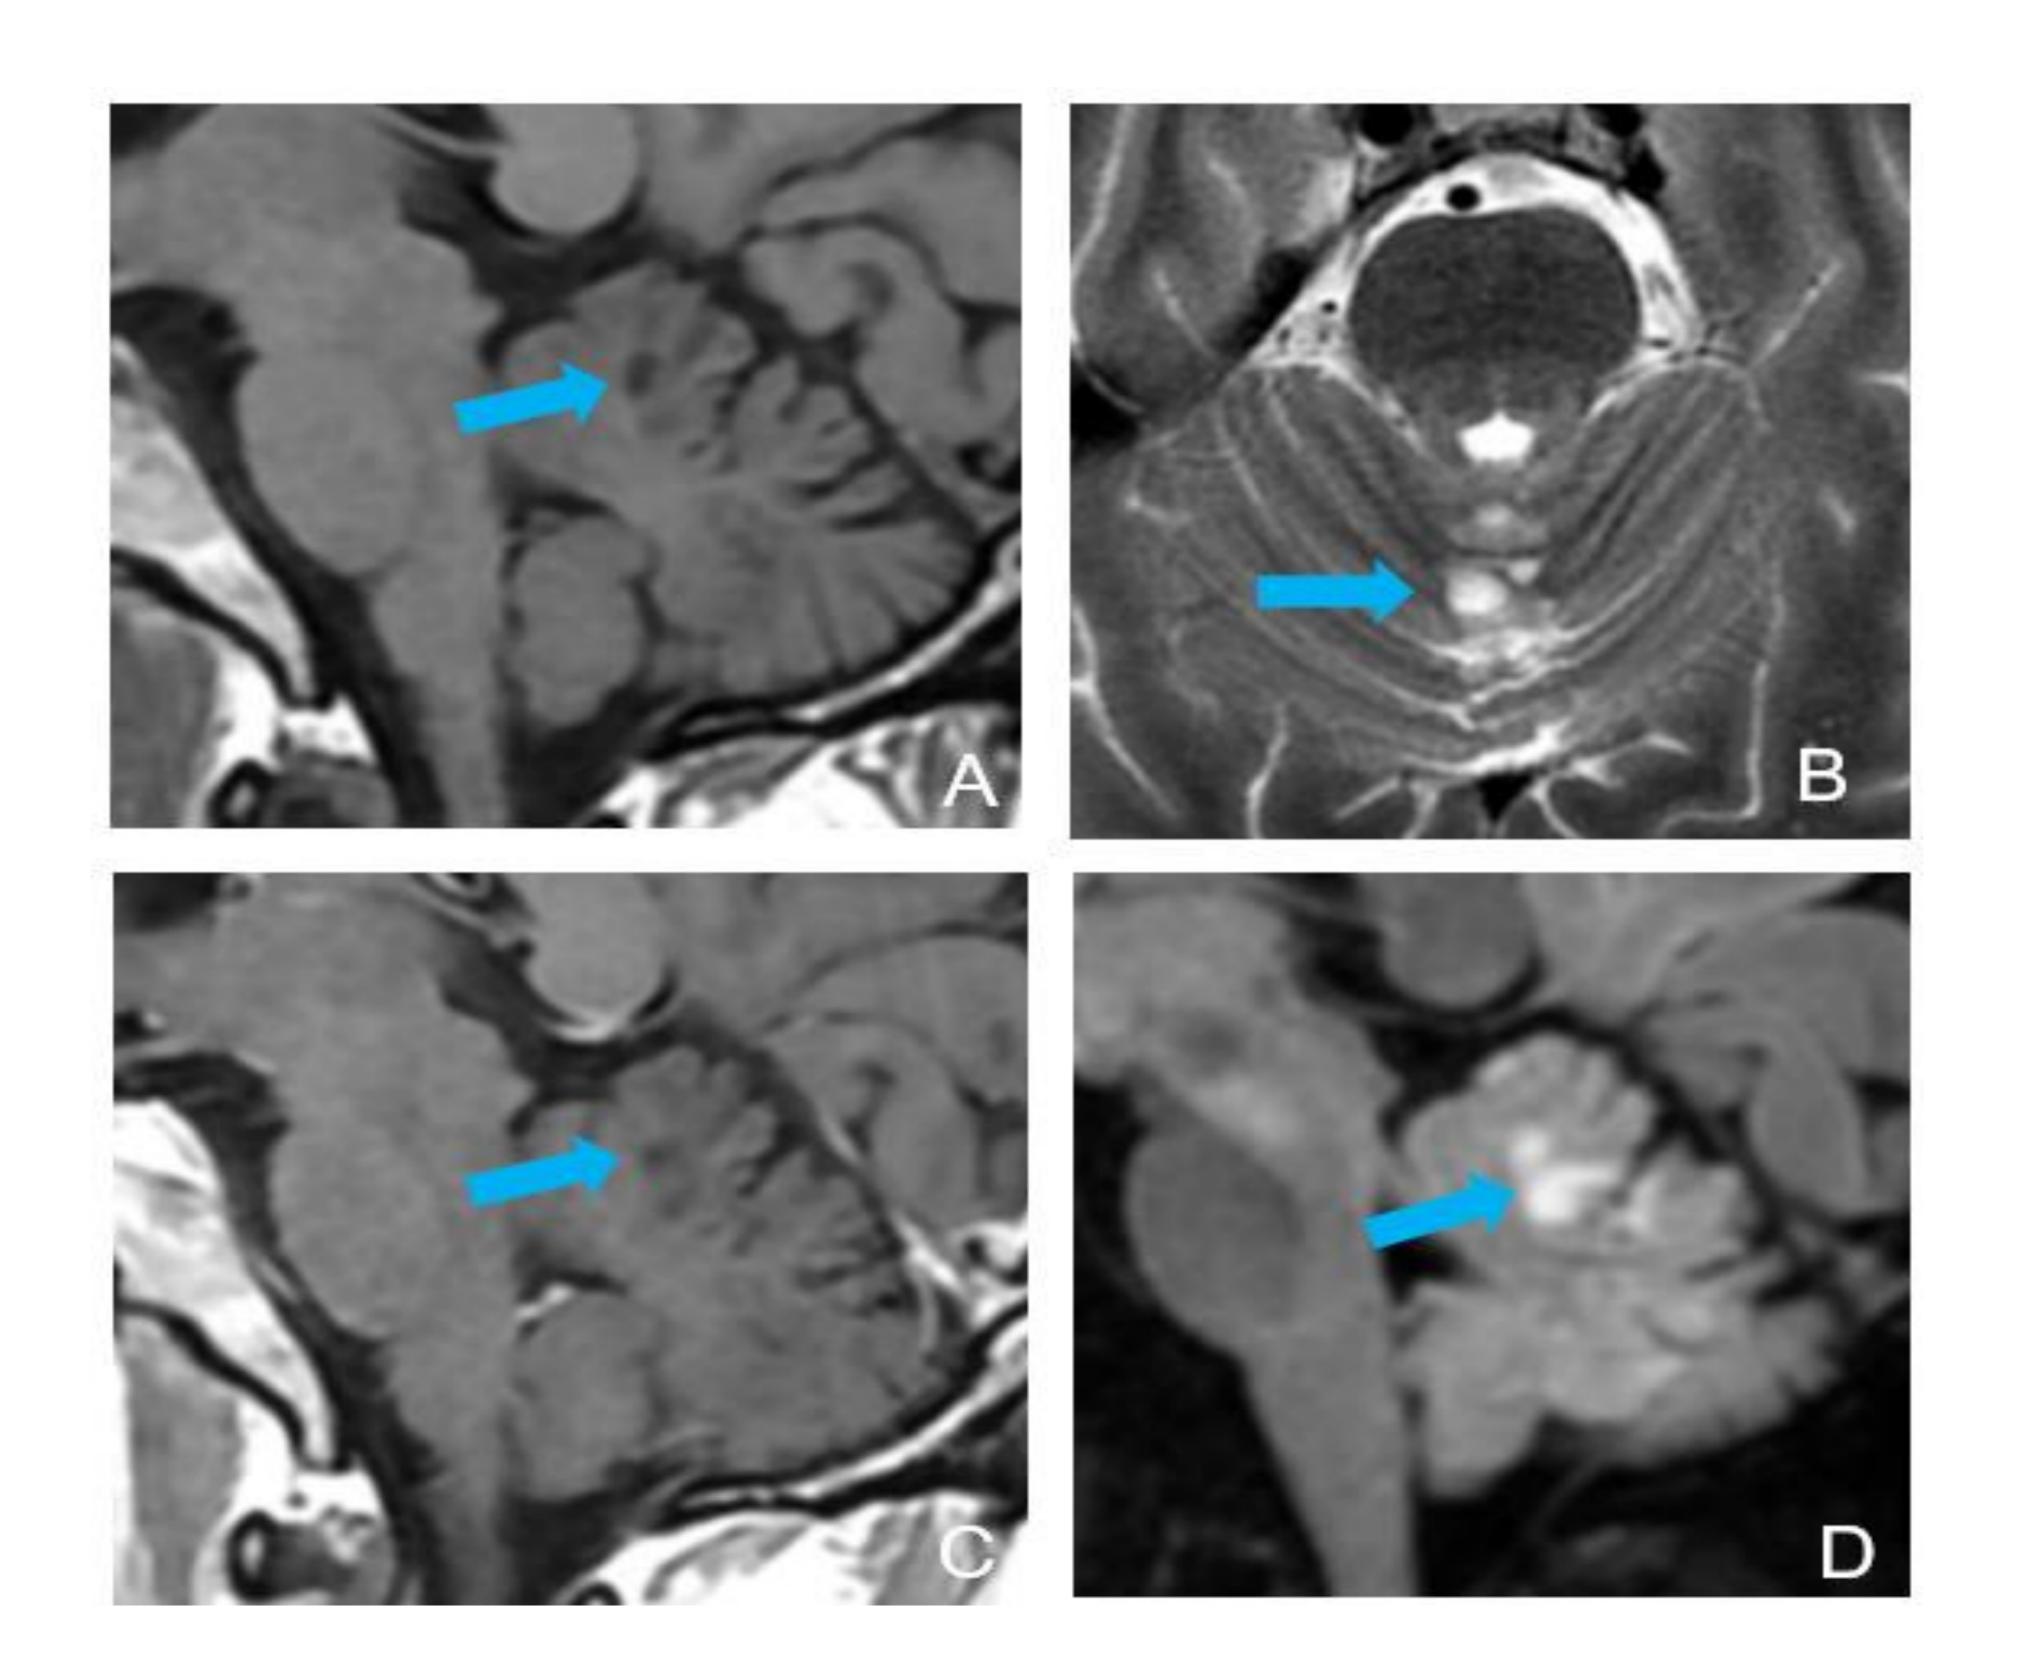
RM craneal con secuencias sagital T1 sin contraste (A), axial T2 (B), sagital T1 con contraste (C) y sagital T2 FLAIR (D). Se realizó RM cerebral donde se identificó múltiples lesiones ovaladas hiperintensas en T2/FLAIR en ambos hemisferios cerebelosos que no presentan restricción de la difusión, edema ni realce, en relación con "lesiones de fosa posterior multinodulares y vacuolizantes de significado desconocido" (MV-PLUS).
